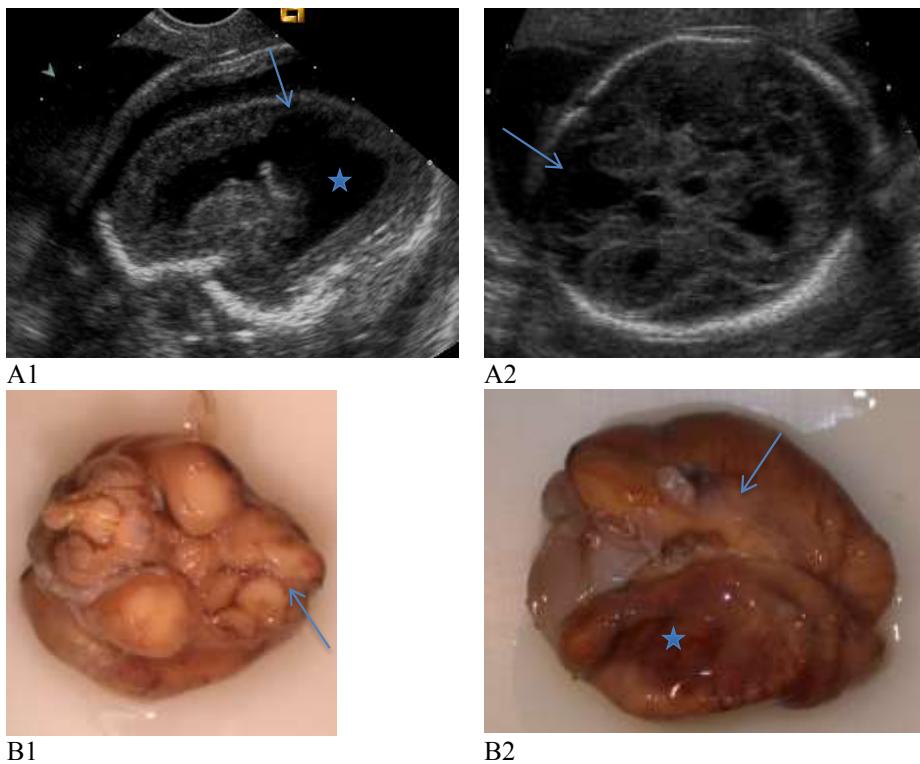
Aspect d'une hydranencéphalie en échographie obstétricale et à l'autopsie.
